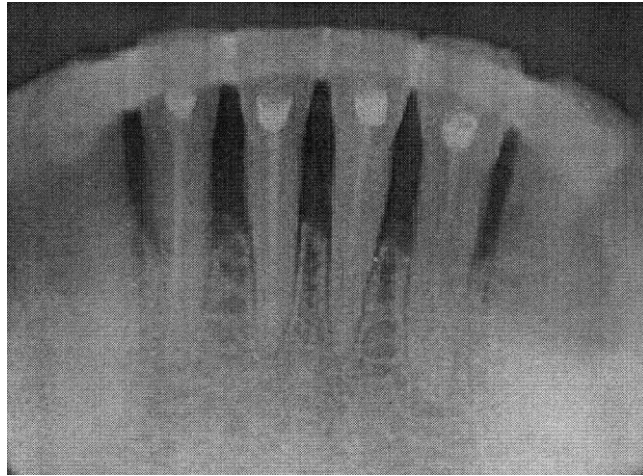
Рентгенограма хворої Т. через 6 місяців після шинування. Визначається формування «вторинних кортикальних пластинок» на верхівках міжальвеолярних перегородок між 31, 32, 41, 42 зубами та зменшення остеопорозу
